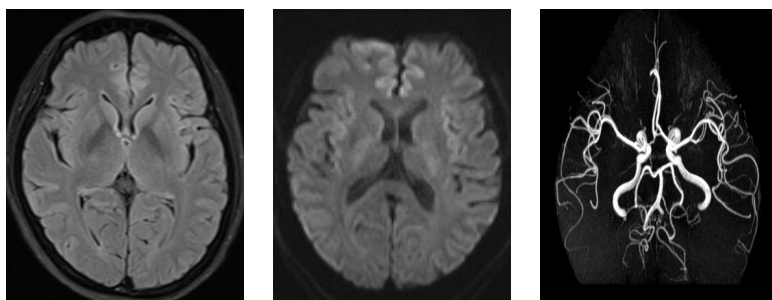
正常颅脑 FLAIR、DWI 及 MRA 图像
